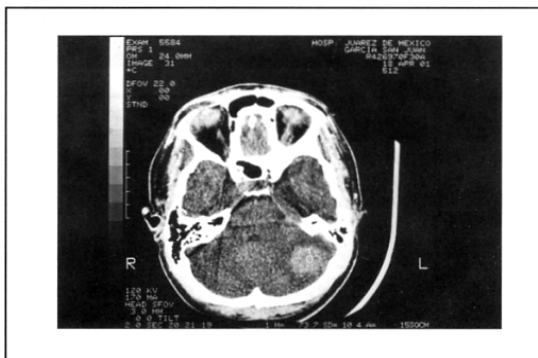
Tomografía axial fase contrastada, imagen hiperdensa 70 UH.
